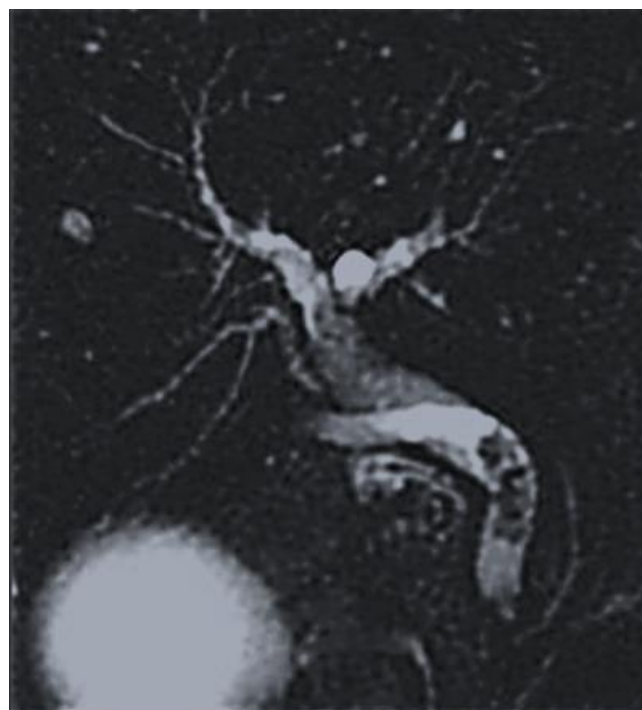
Lithiases de la VBP mises en évidence sur une Bili-IRM
